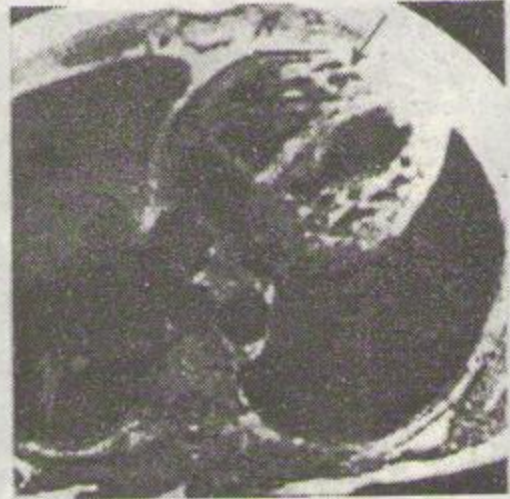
Secțiune transversală IRM la nivelul ventriculilor (săgeata indică trabeculația interioară a ventriculului drept).
